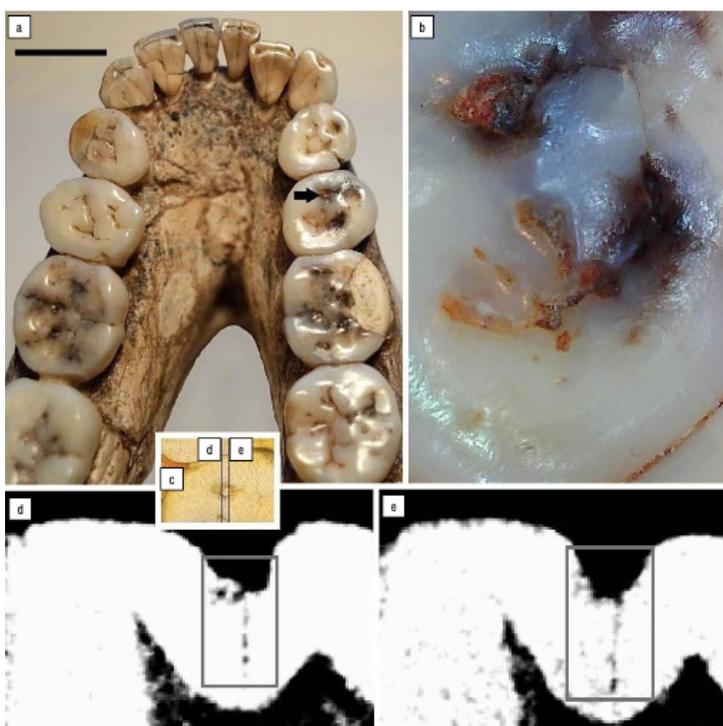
SK 23 (*Paranthropus robustus*). A) Visión oclusal de la mandíbula, con la lesión en el segundo premolar derecho resaltado (flecha negra). B) Acercamiento a la superficie oclusa del segundo premolar derecho. C) Reconstrucción por tomografía computarizada con la posición de las dos porciones señaladas. D) Fragmento de la tomografía computarizada hacia la parte lingual de la cavidad. E) Fragmento de la tomografía computarizada hacia la parte bucal de la cavidad (Towle et al. 2021, p. 5).
